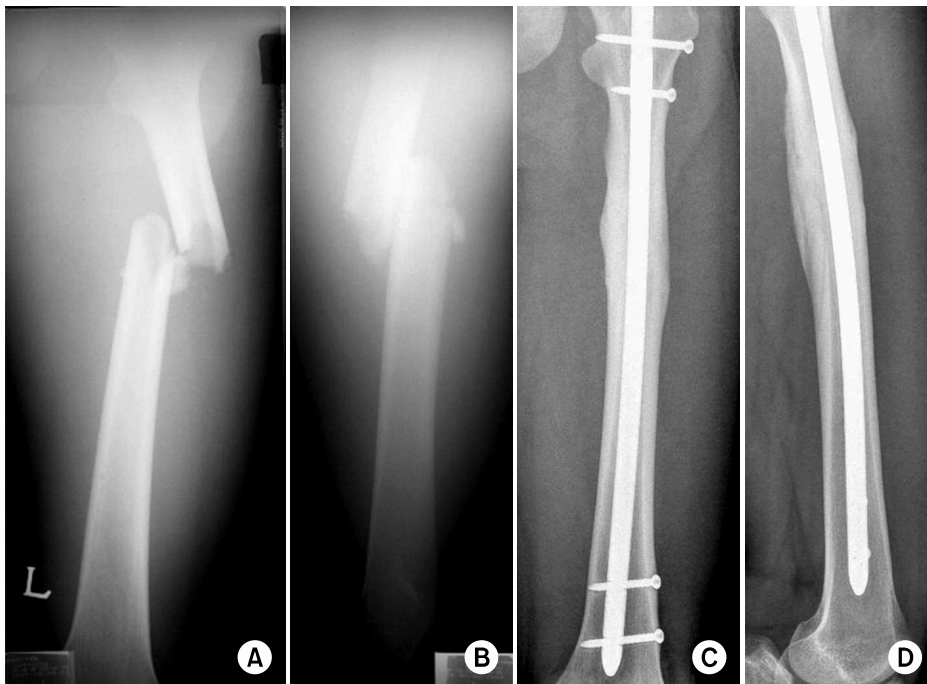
(A, B) Anteroposterior and lateral radiograph of 25-years-old male injured by car injury, resulting a proximal femur shaft fracture. (C, D) Radiographs taken at 1 year after cannulated femoral nail insertion via piriformis fossa. 4° varus of alignment was noted.
